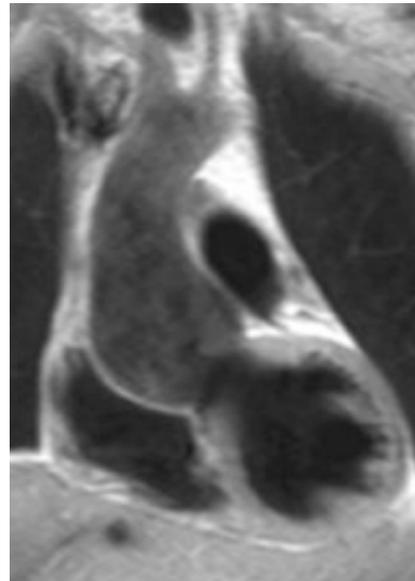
Imagen de resonancia magnética cardíaca de una niña de 12 años con diagnóstico de síndrome de Marfan. Presenta dilatación de senos de Valsalva y de la porción inicial de la aorta ascendente. La dilatación máxima es de 42 mm y se encuentra a la altura de los senos de Valsalva. La unión sinotubular está desdibujada.
